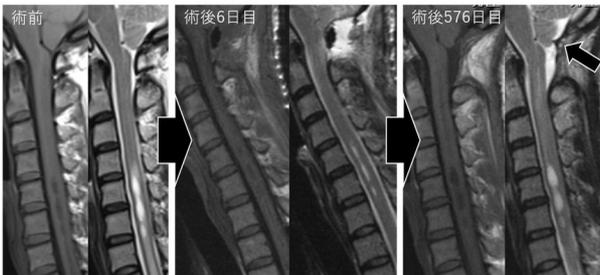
術後長期経過後に空洞が増大した症例の頸髄MRI。術後に頭蓋頸椎移行部の硬膜に新たに肥厚部分が出現し(矢印)、小脳扁桃表面のくも膜下腔の局所的な狭小化を起こしている。
